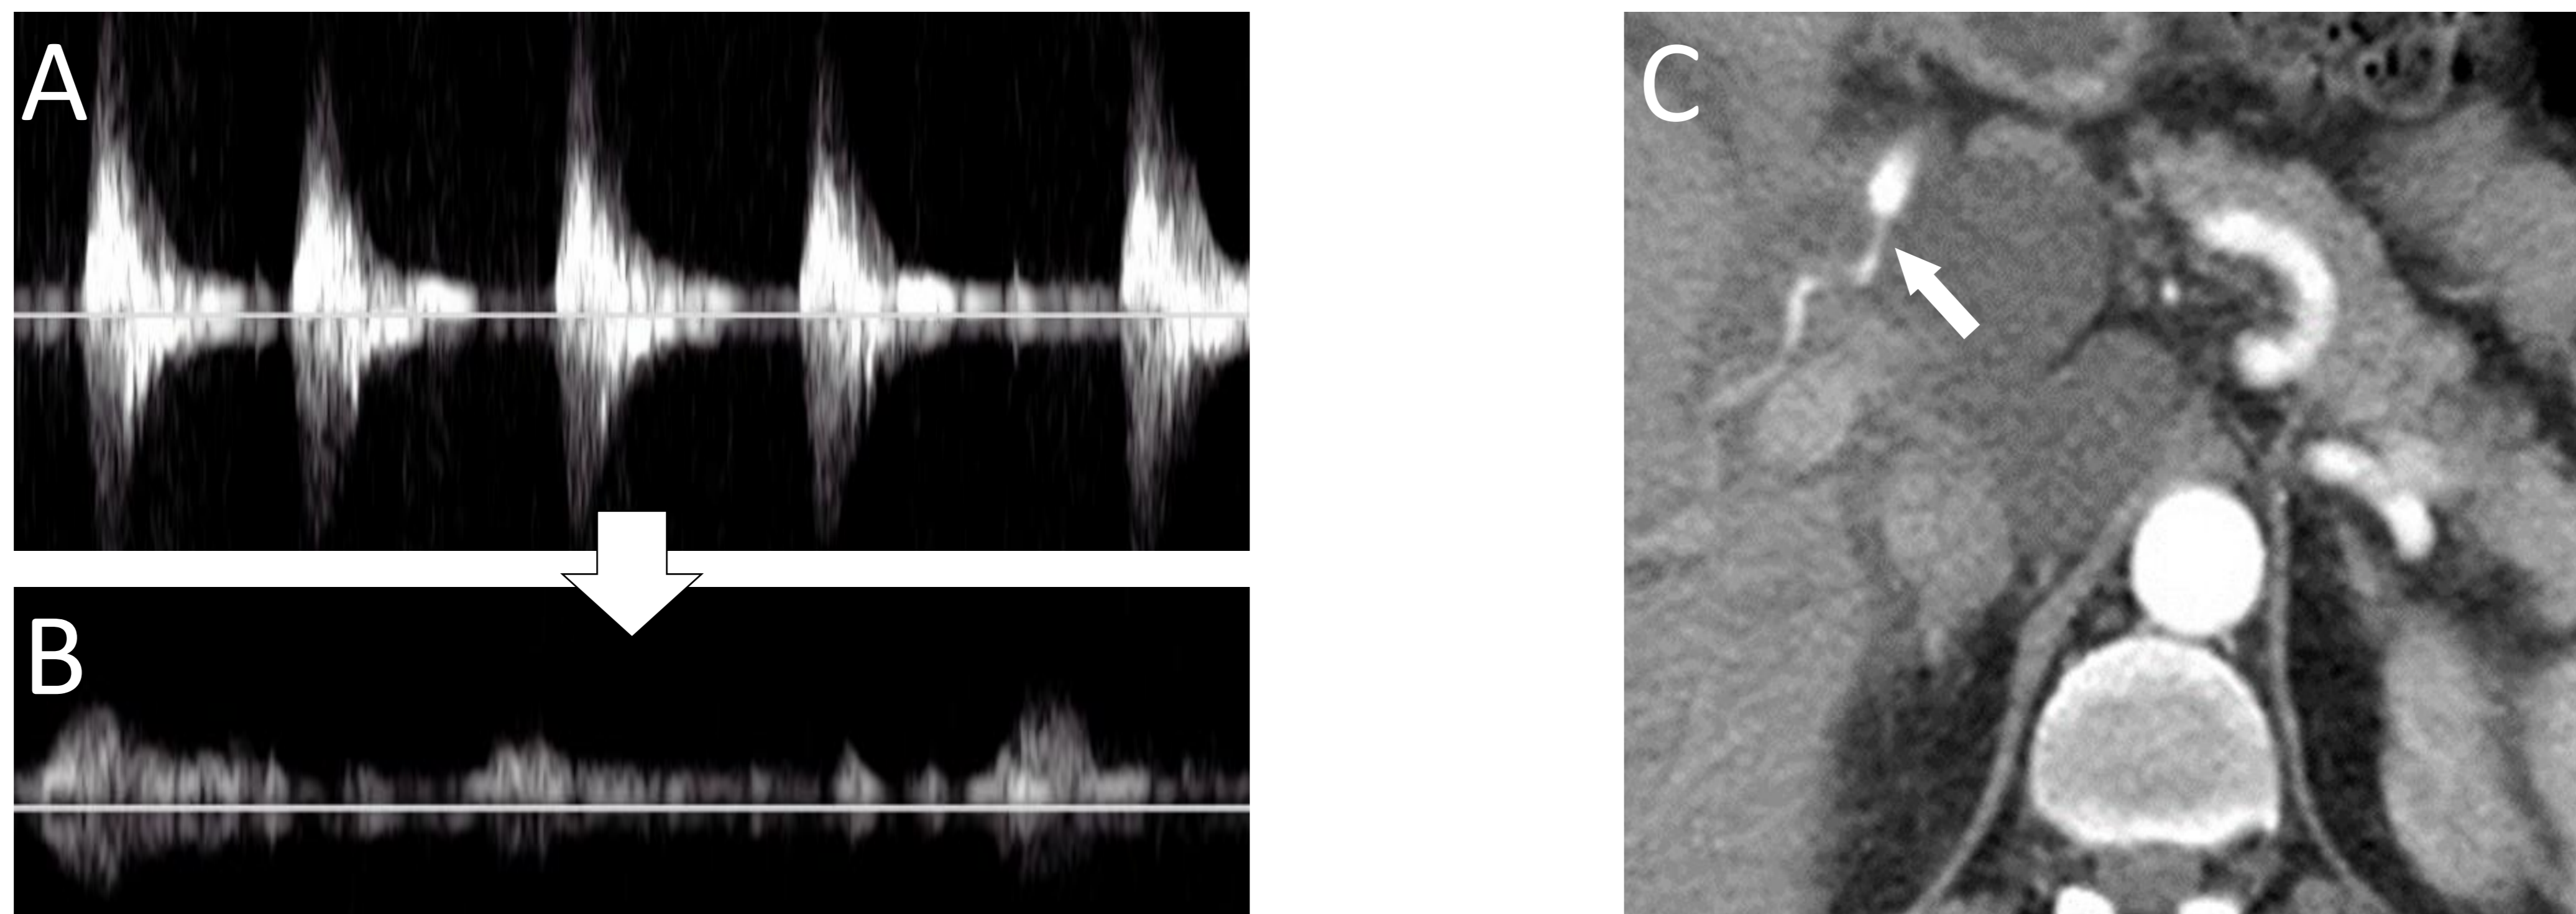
Registro Doppler-espectral compatible con estenosis de arteria hepática (A: a nivel de anastomosis; B: arteria hepática post-anastomótica) y su correlación en estudio de TC (corte axial) con contraste IV en fase arterial (C)
